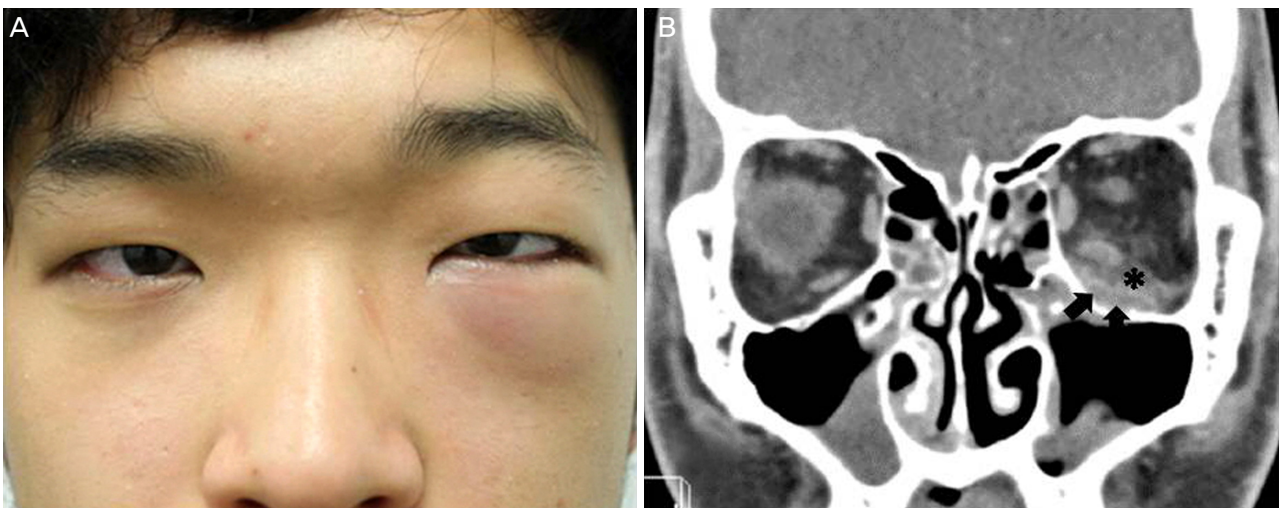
Photograph and orbital computed tomography of the patient. (A) An 16-year-old boy presented with erythematous swelling at the left lower eyelid. He also complained with ocular pain of the left eye and vertical diplopia. (B) Orbital computed tomography (coronal view) reveals fluid collection at the inferior subperiosteal space (arrows) and adjacent soft tissue enhancement (asterix), suggesting orbital cellulitis and inferior subperiosteal abscess. Note marked opacification in the both ethmoidal and maxillary sinuses.
